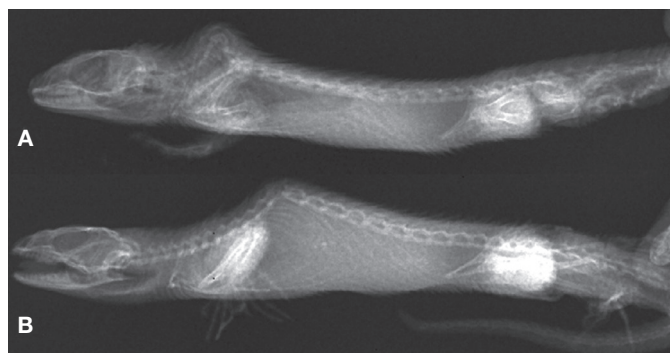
Radiografía de los ejemplares de *Sceloporus torquatus* en vista lateral. Se aprecia la cifosis en la región cervical (A) y torácica (B) (A= CV-R261 y B= CV-R262).
